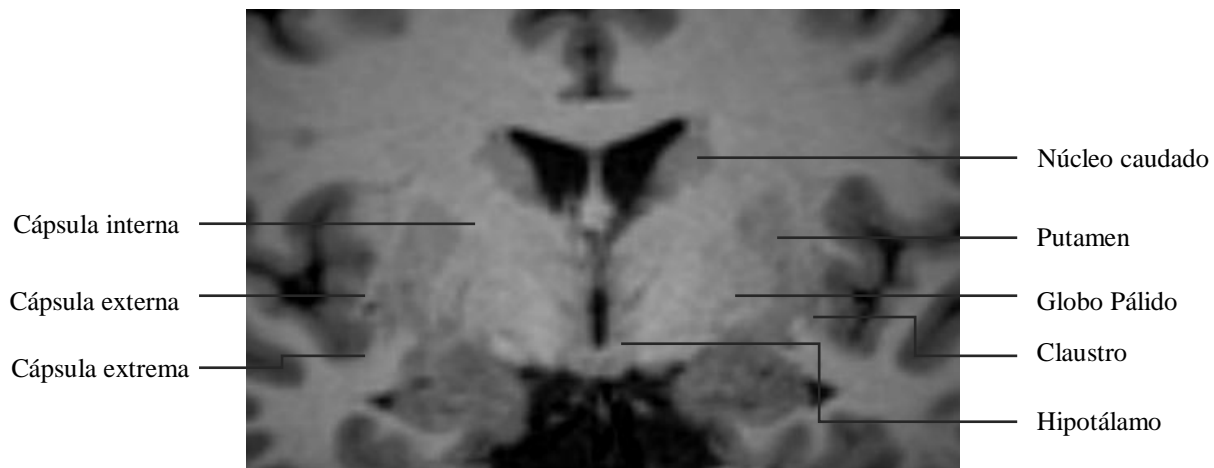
Imagen de RM, secuencia 3DFSPGR, plano coronal. Relación del globo pálido con putamen y núcleo caudado y con fibras de sustancia blanca.
